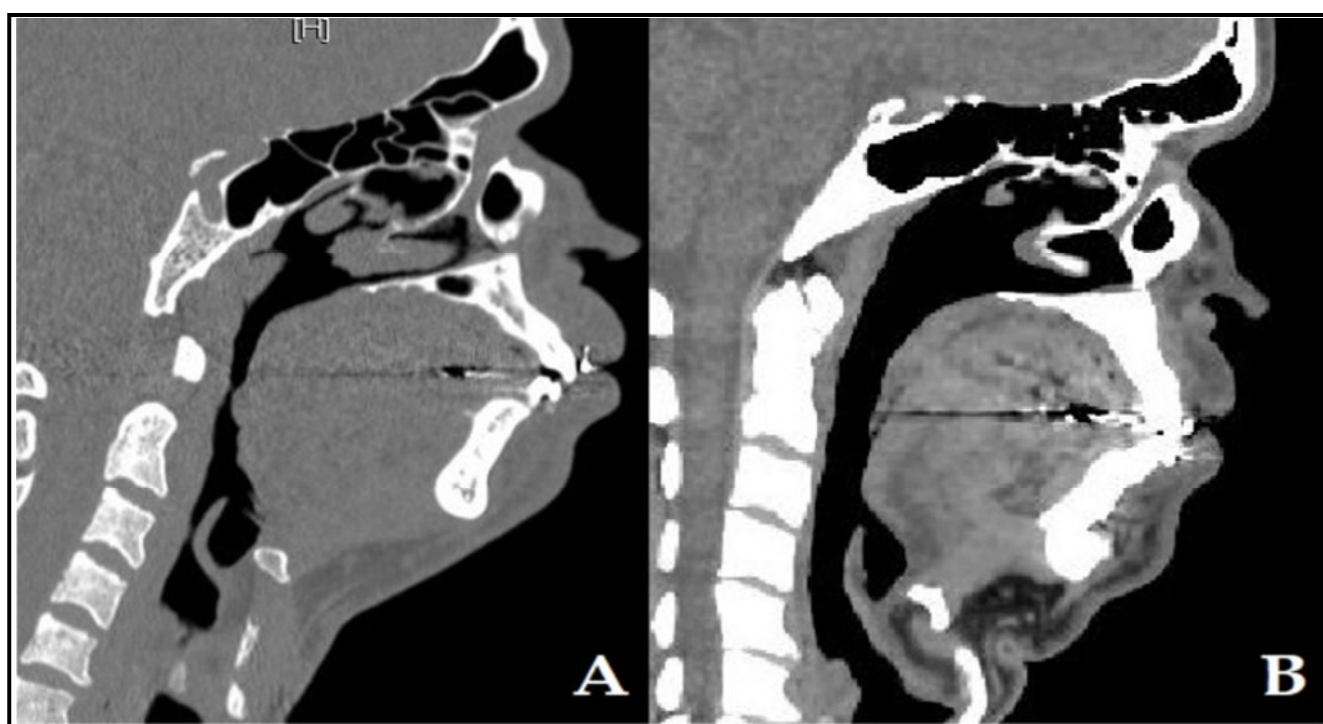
Tomografia. A – Em perfil pré-operatório. B – Em perfil pós-operatório.
